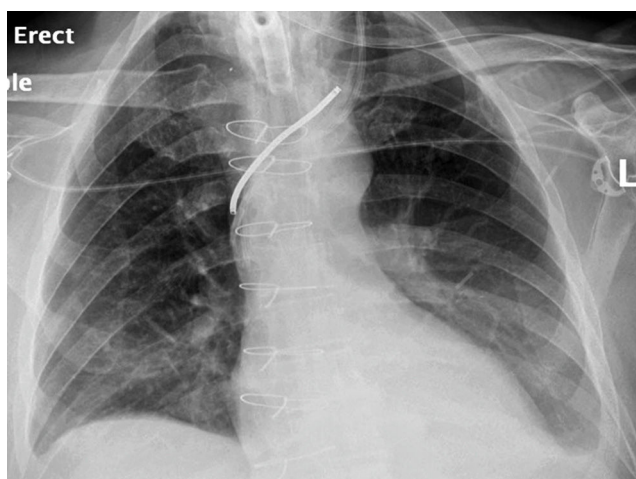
Radiografía de tórax luego de la inserción de catéteres vasculares.
